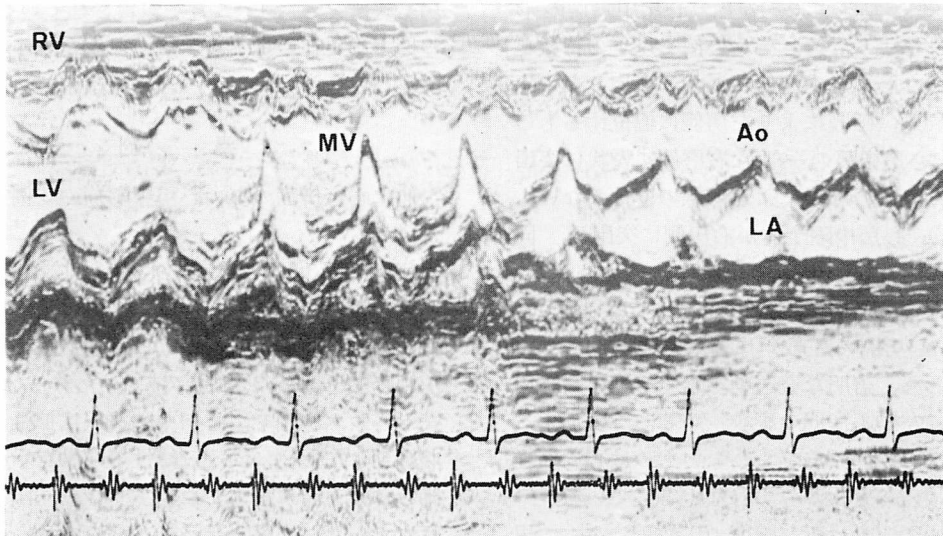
Scanning of M-mode echocardiogram (Case 3).
